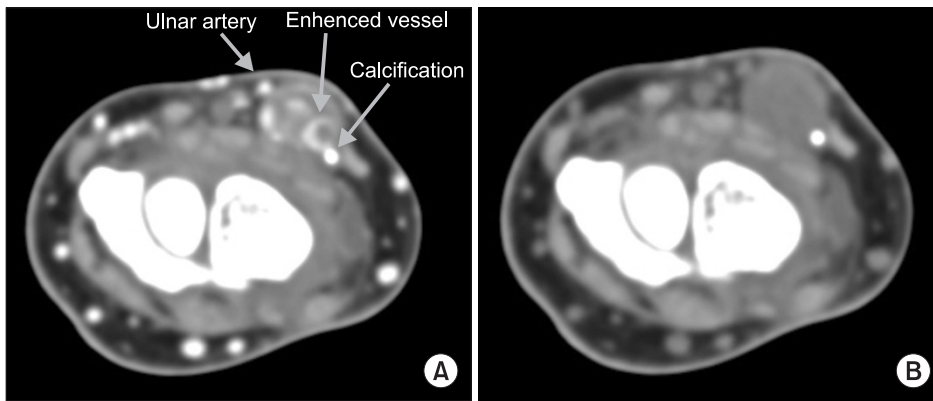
Enhanced computed tomographs demonstrate an oval shaped mass with enhanced vessels and calcifications adjacent to the ulnar artery.
